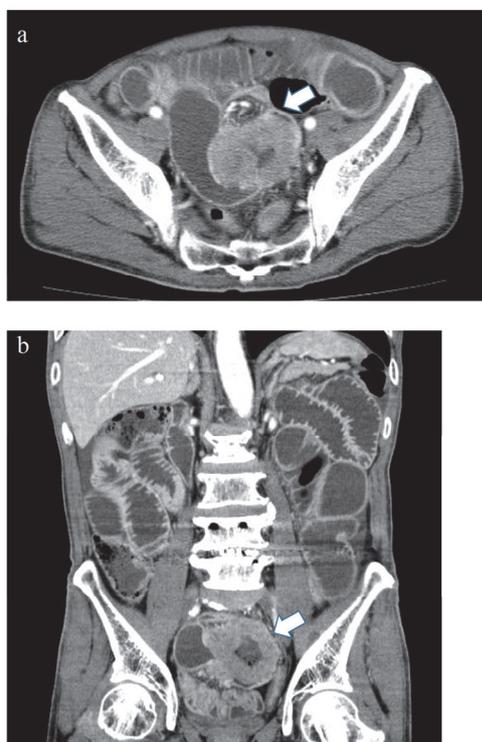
CT scan in axial view (a) and coronal view (b) showing bowel obstruction due to small intestinal mass in the pelvis (arrows) .
